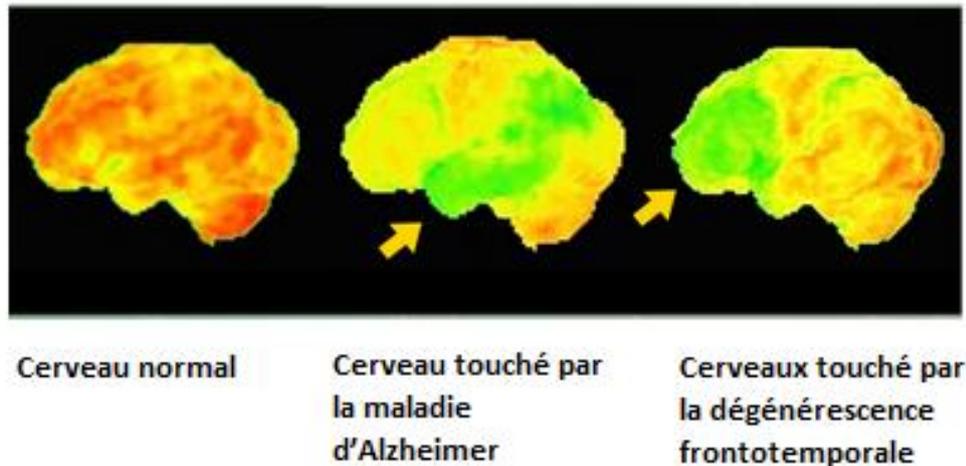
Tomographie par Emission de Positrons (TEP)
